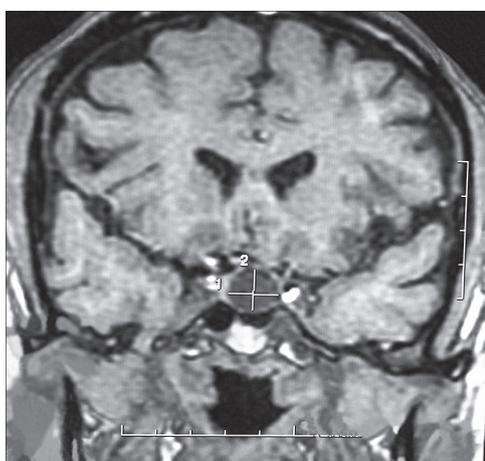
T1-взвешенное изображение. МРТ-картина аденомы гипофиза.
